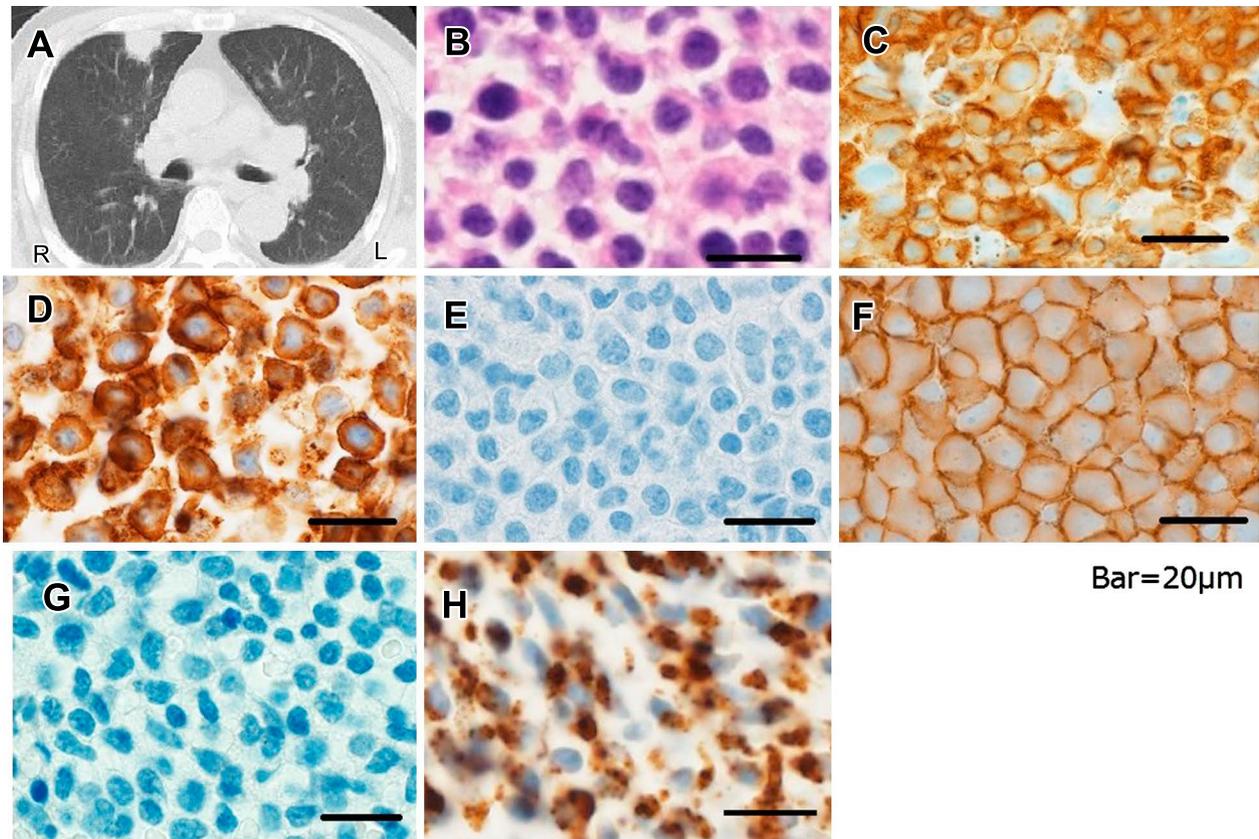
Chest CT and pathological findings.
